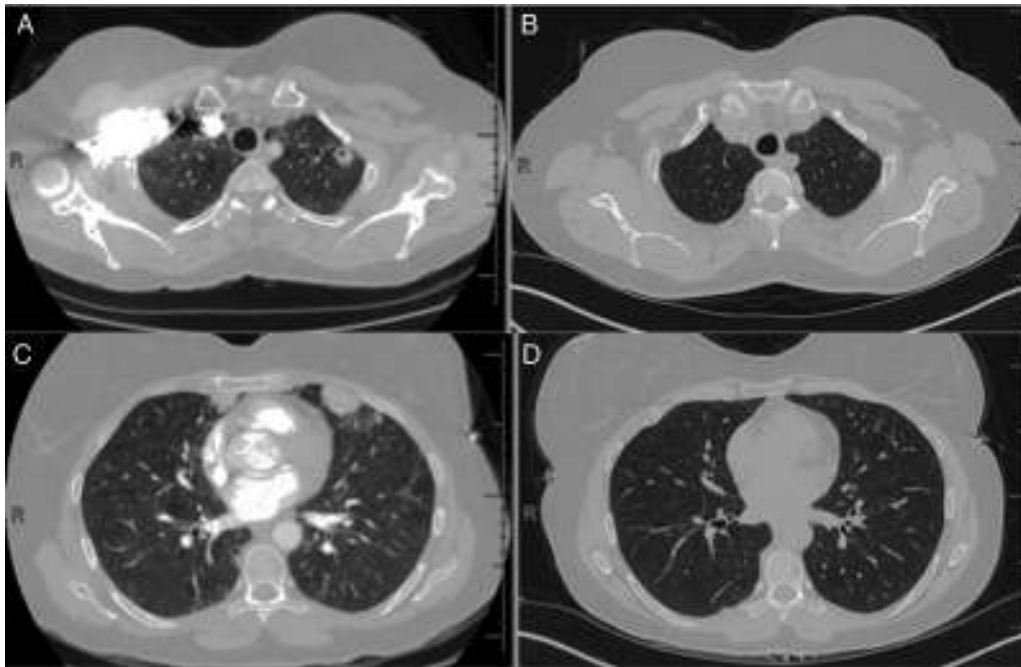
TC torácica. A) La TC inicial muestra un nódulo en el lóbulo superior izquierdo con cavitación; B) La TC con mayor resolución del nódulo en el lóbulo superior izquierdo tras 9 meses de seguimiento; C) La TC inicial muestra el nódulo periférico en la llingula; D) La TC con mayor resolución del nódulo periférico en la llingula tras 9 meses de seguimiento.
